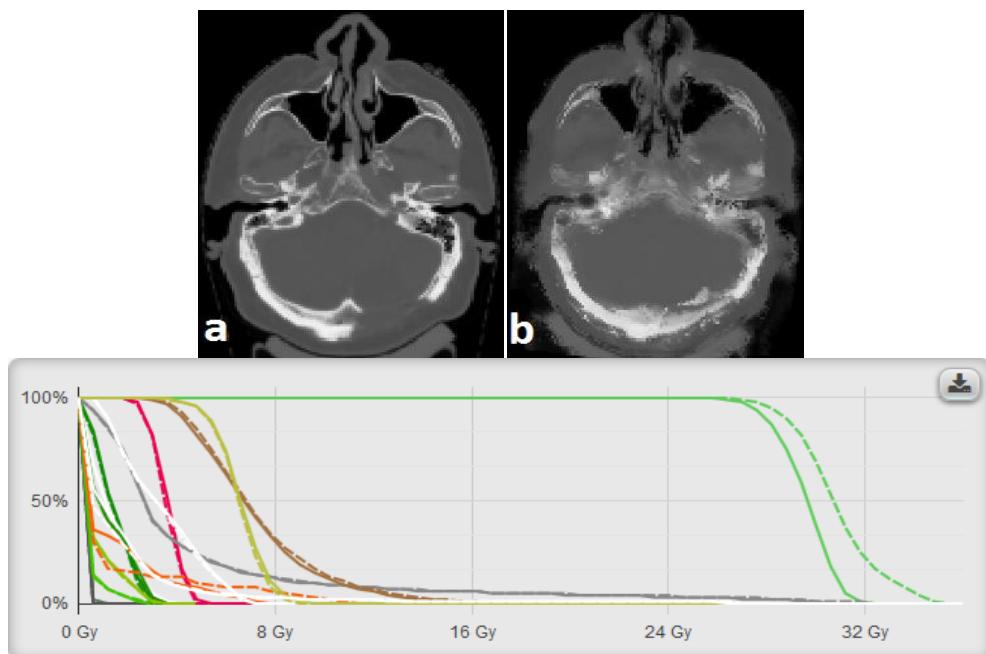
Comparison between actual CT (a) and pseudo-CT (b) for a patient that underwent surgery resulting in the removal of part of the skull. The atlas-based deformation method is not able to reproduce the hole in the skull in the pseudo-CT, which clearly leads to important dose deviations (> 5 %) in the GTV (located next to the hole), as shown in the DVHs below (full line = actual CT).
